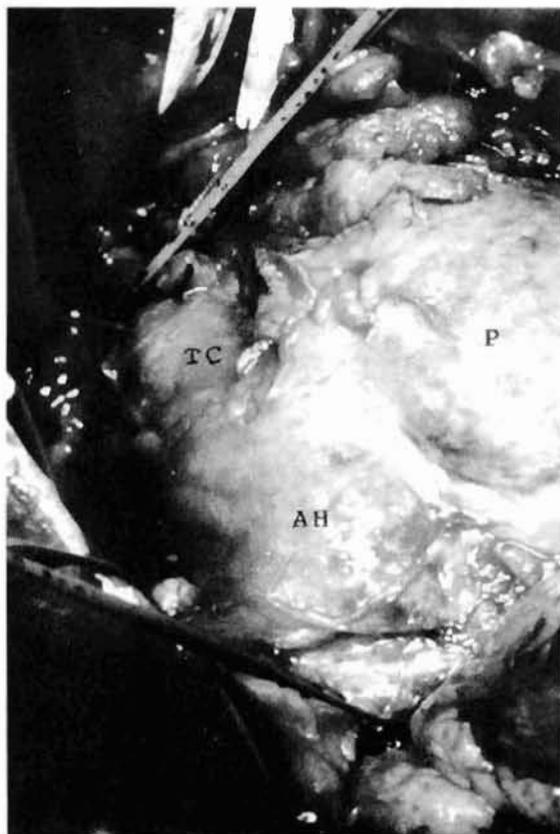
Fotografía del campo operatorio visto desde la perspectiva del cirujano: Aneurisma hepático (AH) y del tronco celiaco (TC) íntimamente adheridos al borde superior del páncreas (P) y de un calibre similar a éste.
